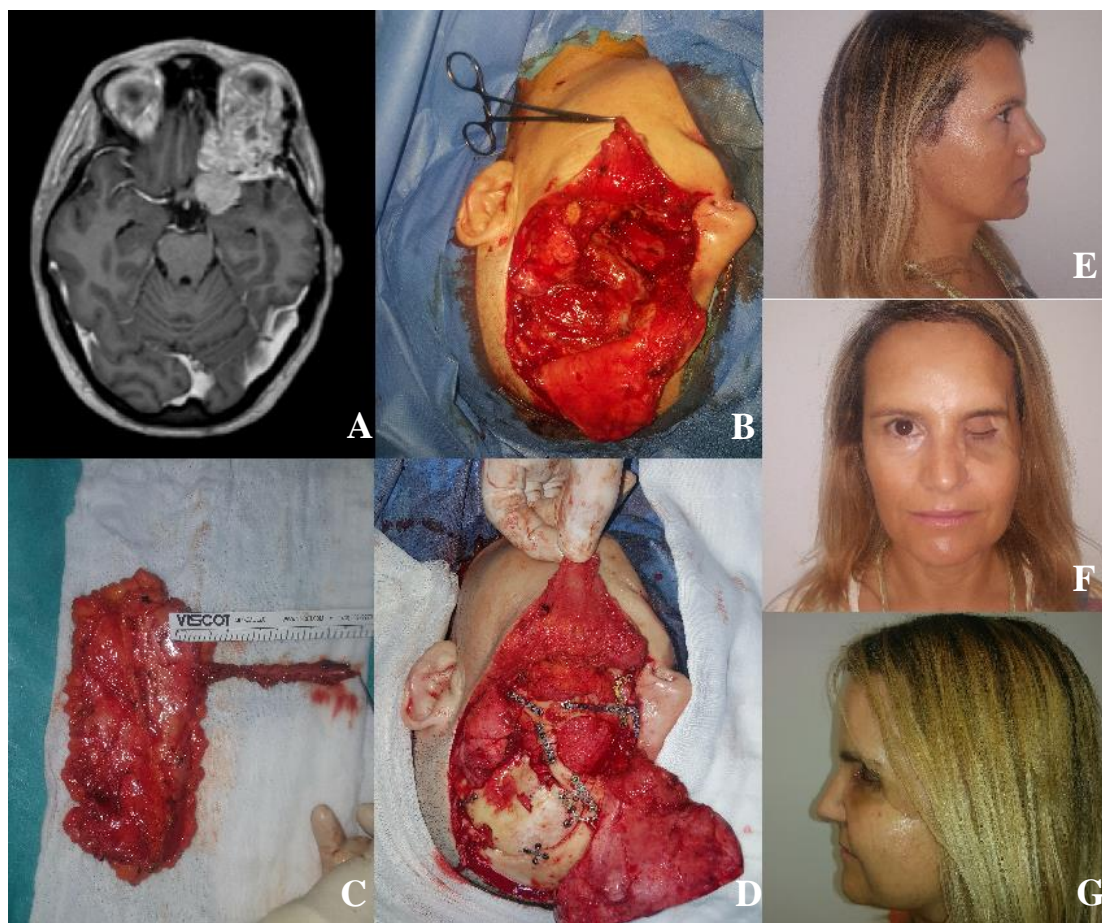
Fotografias do caso 2. (A) Lesão (meningioma) em TAC; (B) Defeito cirurgico já com enxerto de fásia lata; (C) Retalho PAP após levantamento; (D) Posicionamento do retalho na base do crânio; (E), (F), (G) Fotografias da doente 2 anos após reconstrução
